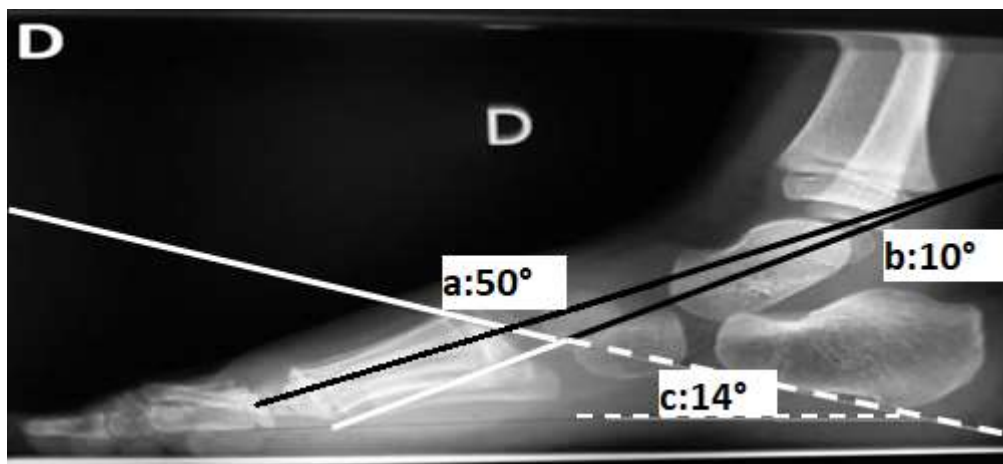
Radiographies pré opératoires profil Chez le même malade.
